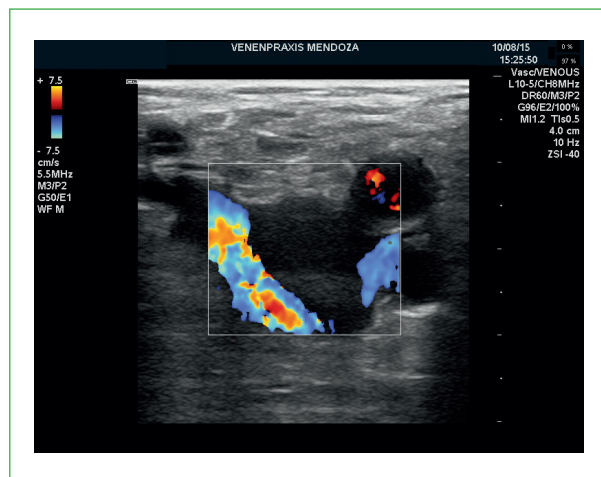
Thrombotischer Verschluss der Vena femoralis communis mit randständigem Fluss aus der Vena saphena magna einströmend in der Duplexsonographie.
